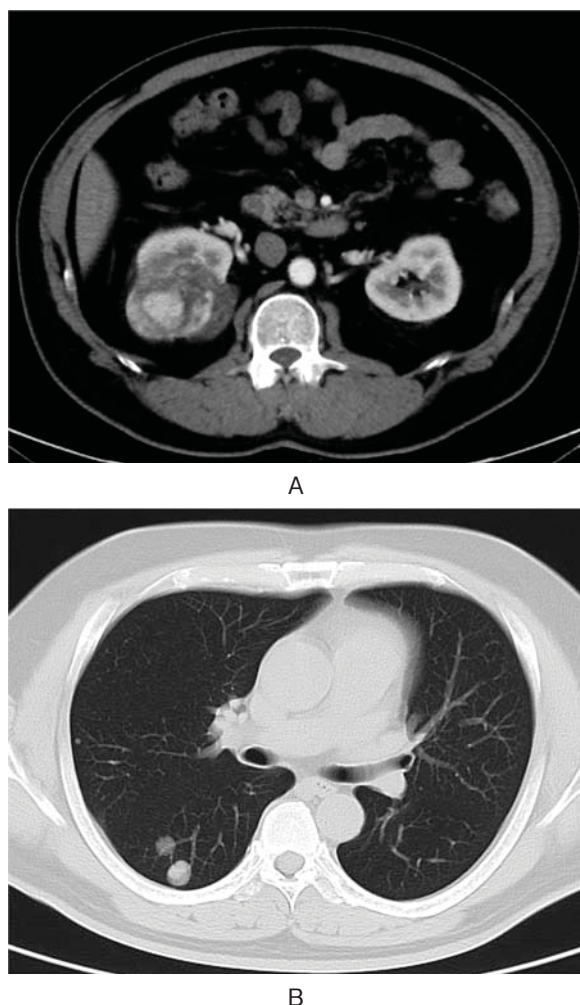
Enhanced contrast CT-scan showed an 8 cm mass in the right kidney (A), and lung metastases (B).
